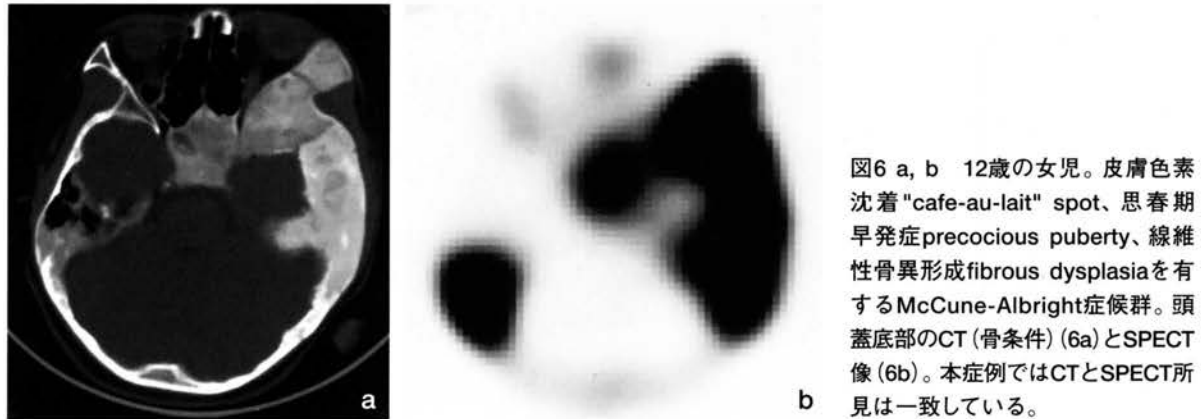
a, b 12歳の女児。皮膚色素沈着"cafe-au-lait" spot、思春期早発症precocious puberty、線維性骨異形成fibrous dysplasiaを有するMcCune-Albright症候群。頭蓋底部のCT(骨条件)(6a)とSPECT像(6b)。本症例ではCTとSPECT所見は一致している。
